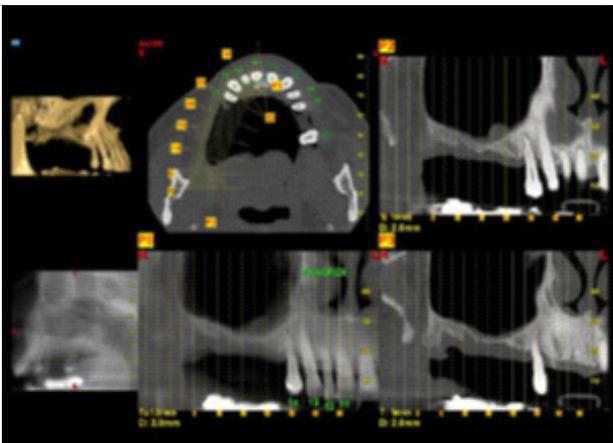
La TC Cone Beam della paziente evidenzia una quota di osseo residuo insufficiente che ha fatto optare per l'associazione di un rialzo del seno mascellare per via laterale ad un incremento crestale con tecnica GBR.
